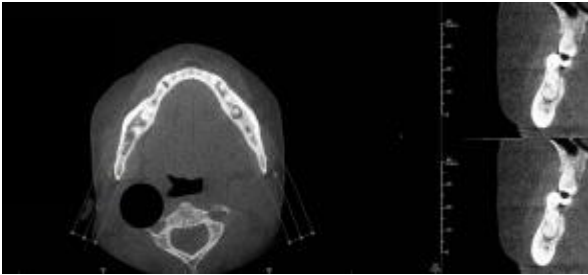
Florid osseöz displazinin konik ışıklı bilgisayarlı tomografide sagittal düzlem kesitleri
